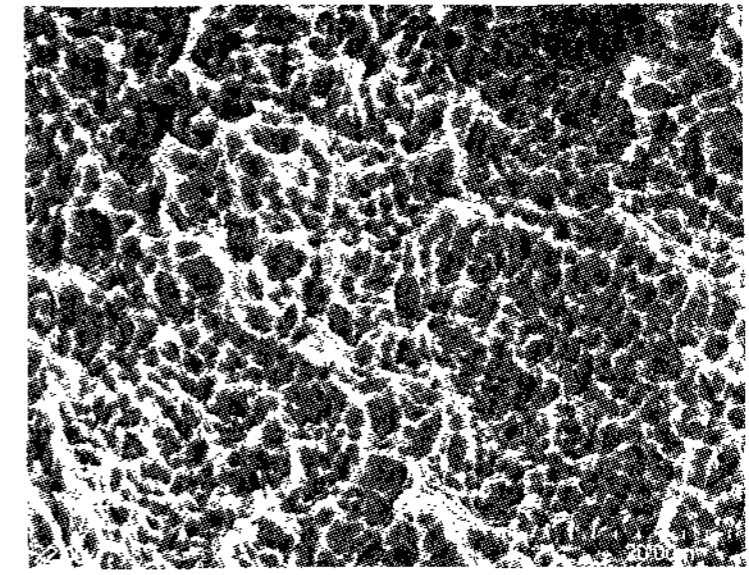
SLA surface treated by 50mg/ml TC-HCl for 1.5min($\times 2,000$).
